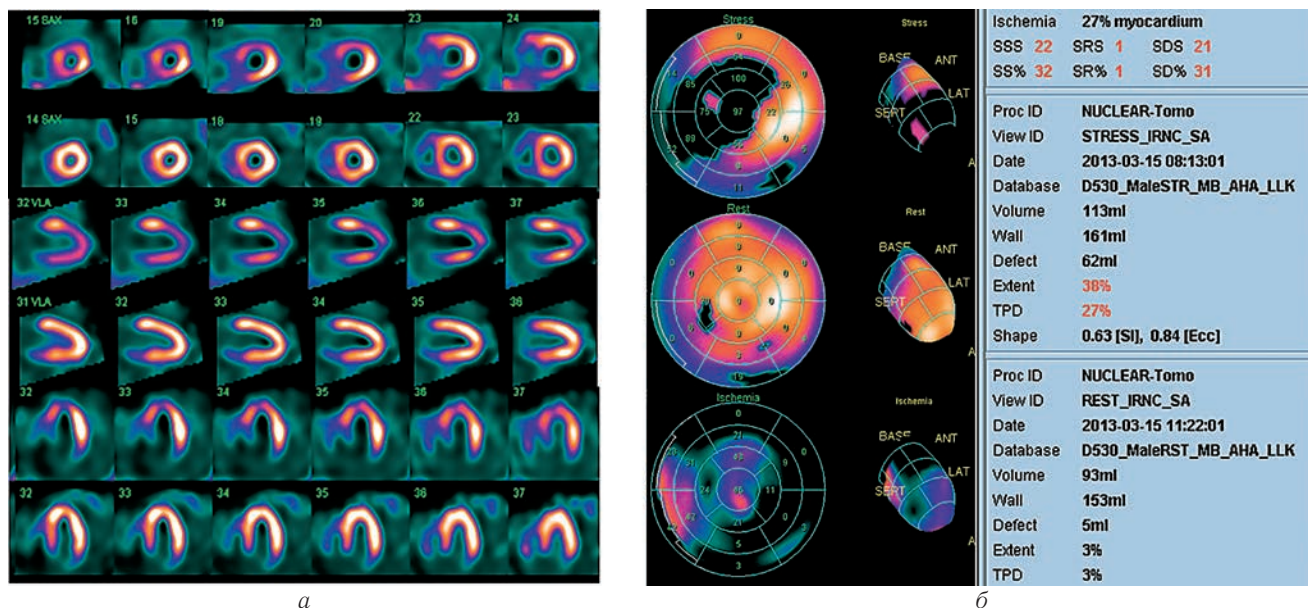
Перфузия миокарда в покое и на фоне пробы с нагрузкой, март 2013 (а); на полярных картах (нагрузка, покой, обратимость ишемии) визуализируется большая по площади зона ишемии миокарда в бассейне ПМЖВ и участок ишемии средней степени тяжести в бассейне ПКА, март 2013 г. (б).
